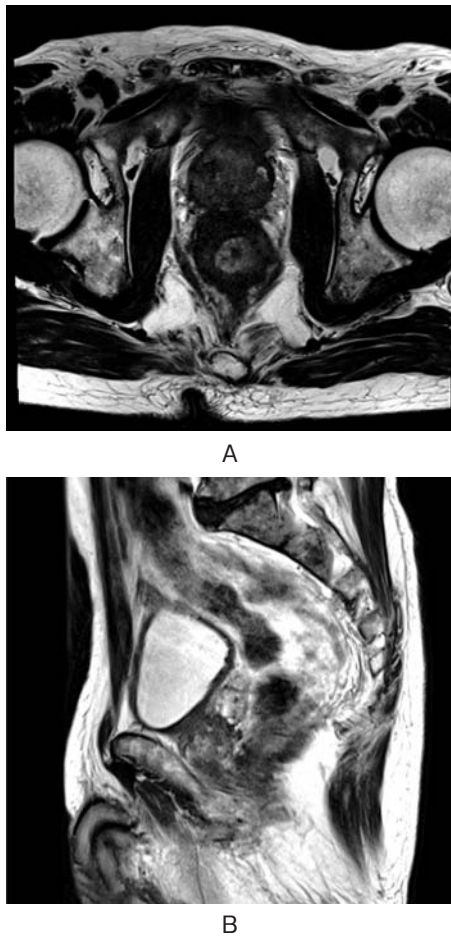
Magnetic resonance images showing a prostate tumor invading the perirectal fat (A) and bladder (B) and multiple vertebral bone metastases (B).
